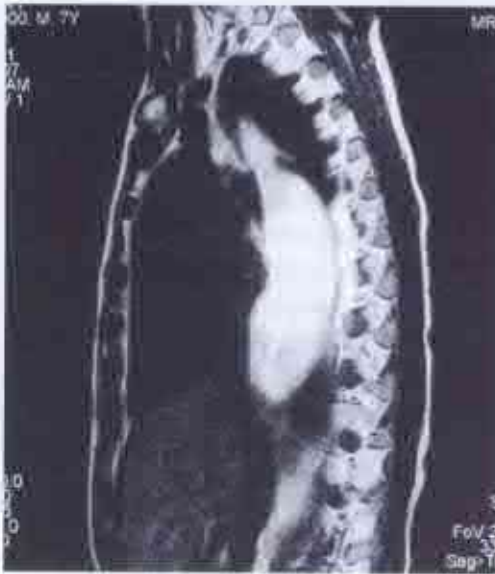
Tomografia computerizată în caz de acalazie a esofagului (după Разумовский А. Ю. et al.). 1 - dilatarea esofagului.
